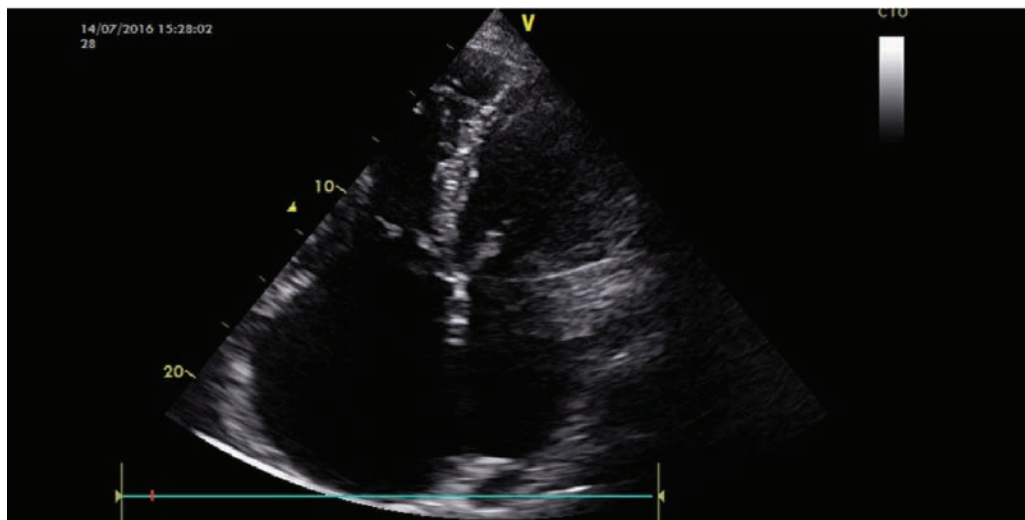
Ecocardiografie 2D. Secțiune apicală patru camere. Cardiomiopatie restrictivă (sindrom hipereozinofilic – infiltrarea apexului ventriculului stâng cu detritus celular eozinofilic). Din arhiva Dr. Irina Cabac-Pogorevici
